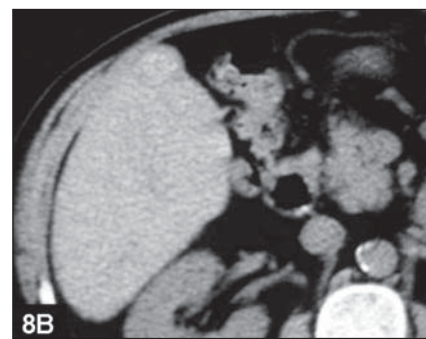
A TC na fase arterial (A) permite identificar lesão hipervascular (seta), que não concentra claramente o contraste lipossolúvel na TC realizada duas semanas após a injeção intra-arterial de Lipiodol® (B).
